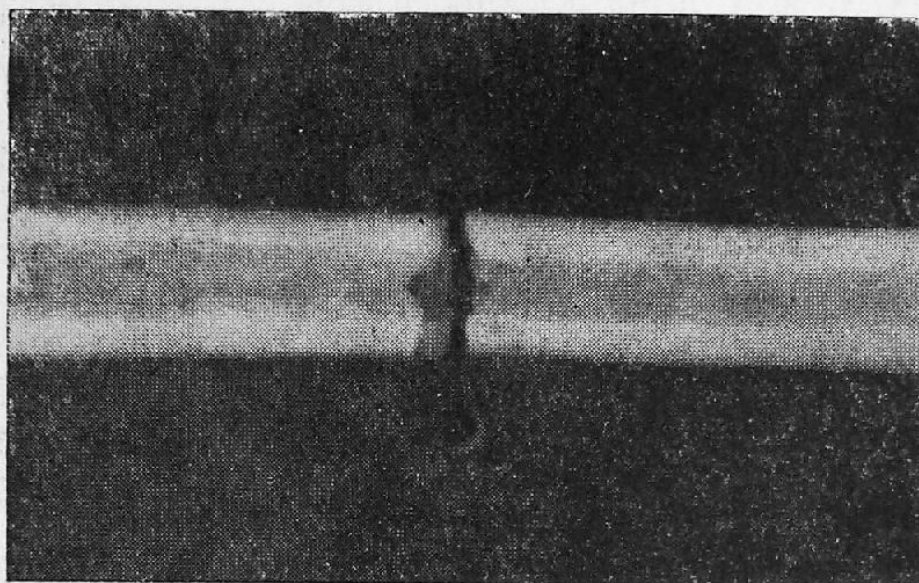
Рентгенологическое сравнение участков диафизов длинной трубчатой кости
